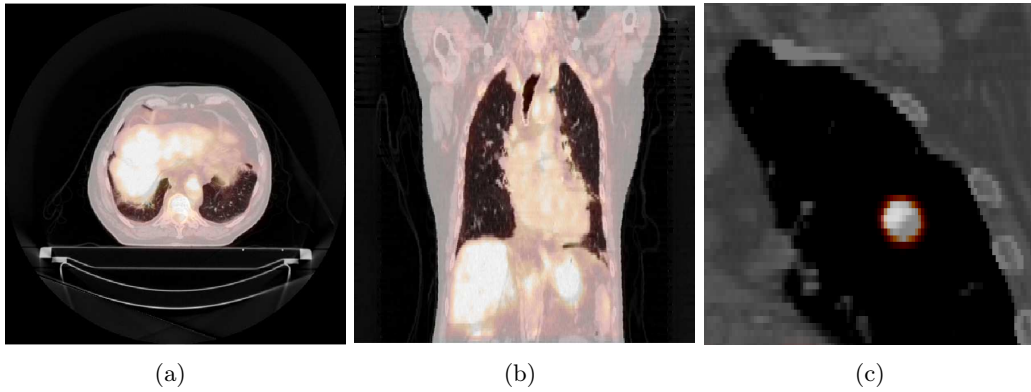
Superposition d'images TDM (en niveaux de gris) et TEP (en couleur) acquises avec un scanner combiné. (a) Exemple de coupe axiale. (b) Exemple de coupe coronale. (c) Exemple d'une mauvaise correspondance entre les deux modalités pour une tumeur pulmonaire : principalement à cause des mouvements de respiration la tumeur apparaît plus étendue sur les images TEP que sur les images TDM.
